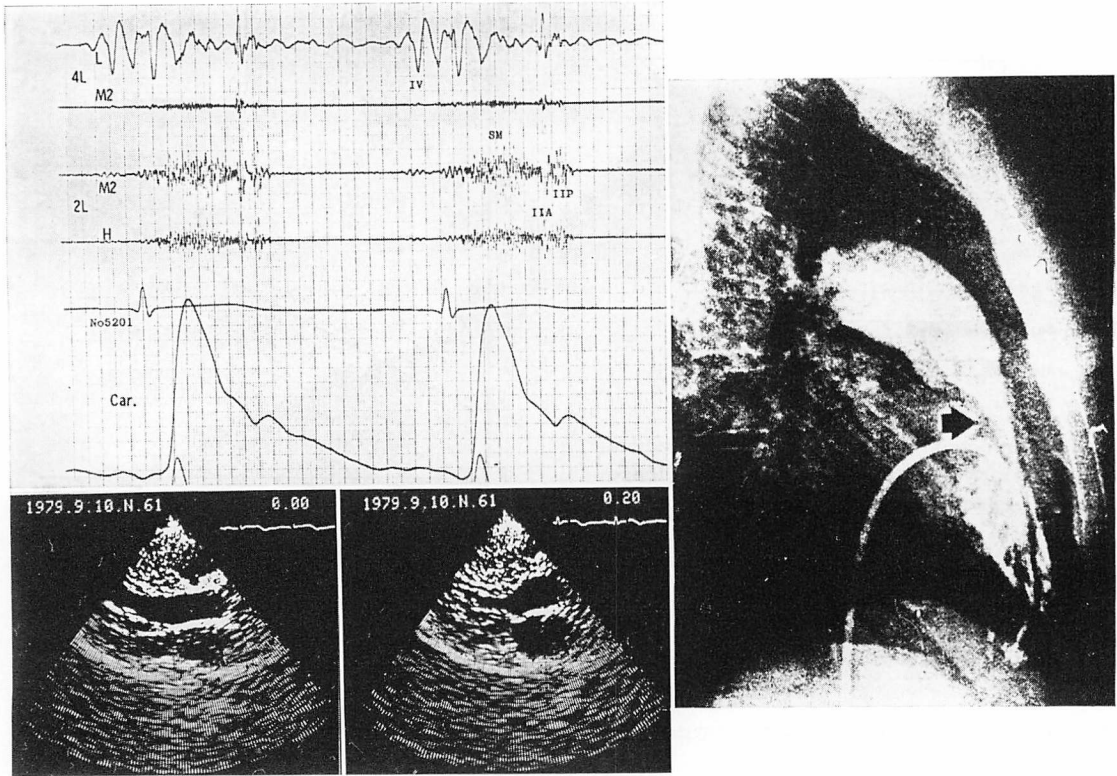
Phonocardiogram, two-dimensional echocardiograms and lateral view of the right ventriculogram of a patient with diffuse type of HCM (a 24-year-old female).
